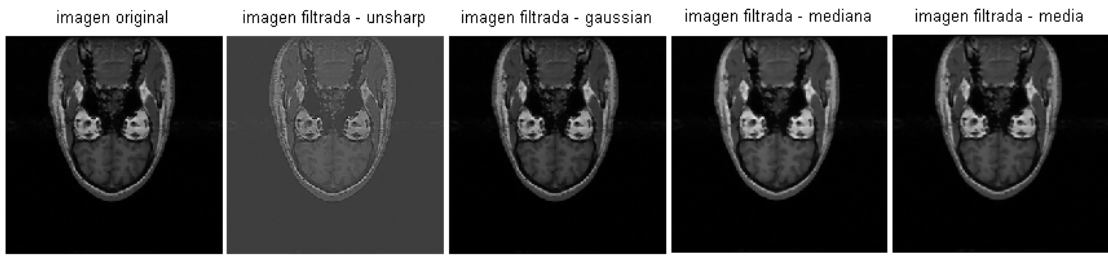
comparativo de los diferentes filtros para una imagen MRI de la base de datos *SPL-PNL*
